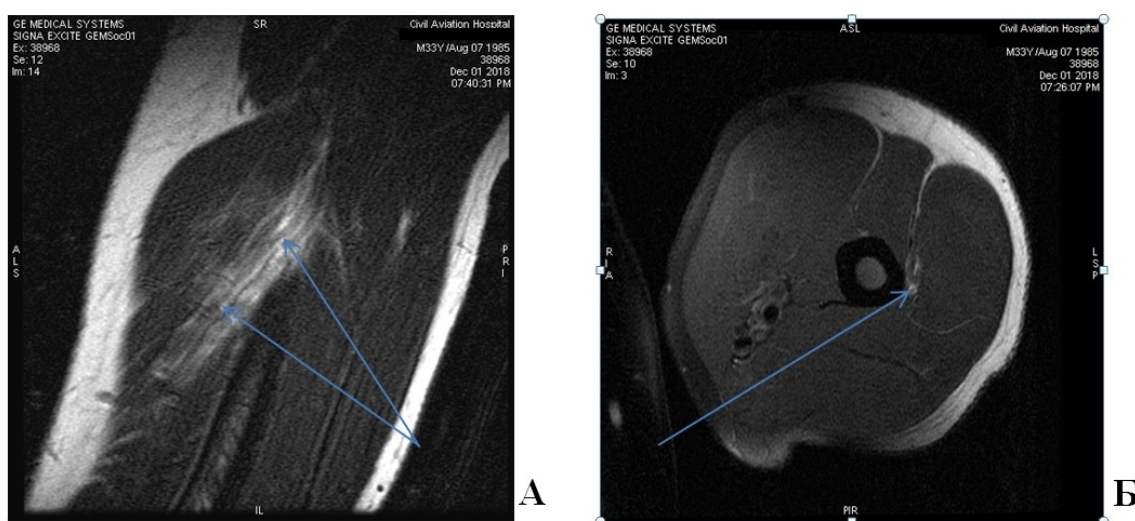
Визуализация лучевого нерва при МРТ (1,5 Тл). МР-сканограммы. А – корональная проекция, Б – аксиальная проекция. Импульсная последовательность Т2. Визуализируется лучевой нерв (указан стрелками). Определяются артефакты от движения
